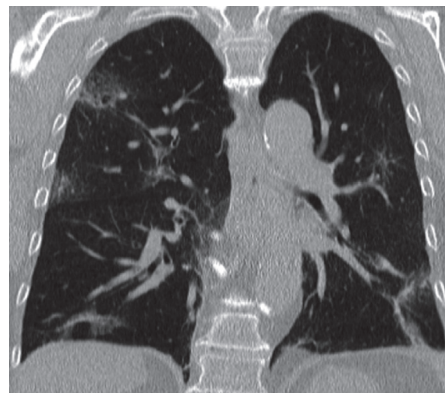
Korrespondierendes CT des Thorax (koronare Schnittführung) mit typischen Infiltrationen einer Coronavirus-Infektion (4. Krankheitstag).
